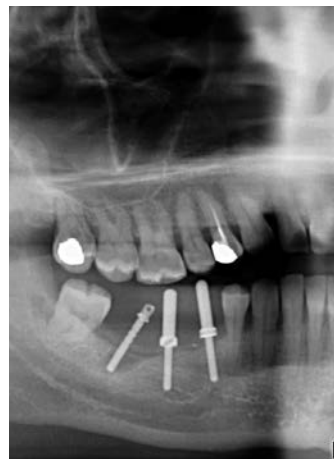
Dettagli di radiografie ortopantomoriche: nella metà superiore è visibile l'anatomia dei seni mascellari e del pavimento delle fosse nasali, mentre nella metà inferiore si può apprezzare il decorso del canale alveolare e il suo punto di emergenza a livello del forame mentoniero, bilateralmente.
